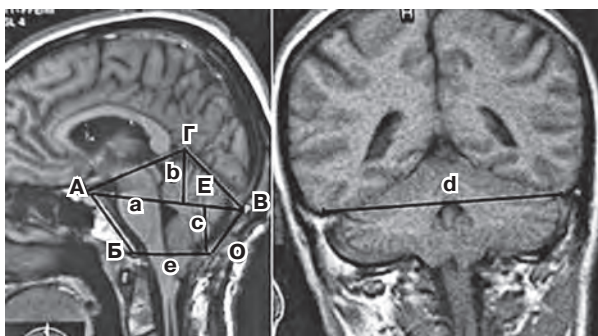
Ориентиры на срединно-сагиттальном срезе головного мозга (томографическое исследование) с указанием ориентиров (по материалам [7]).
